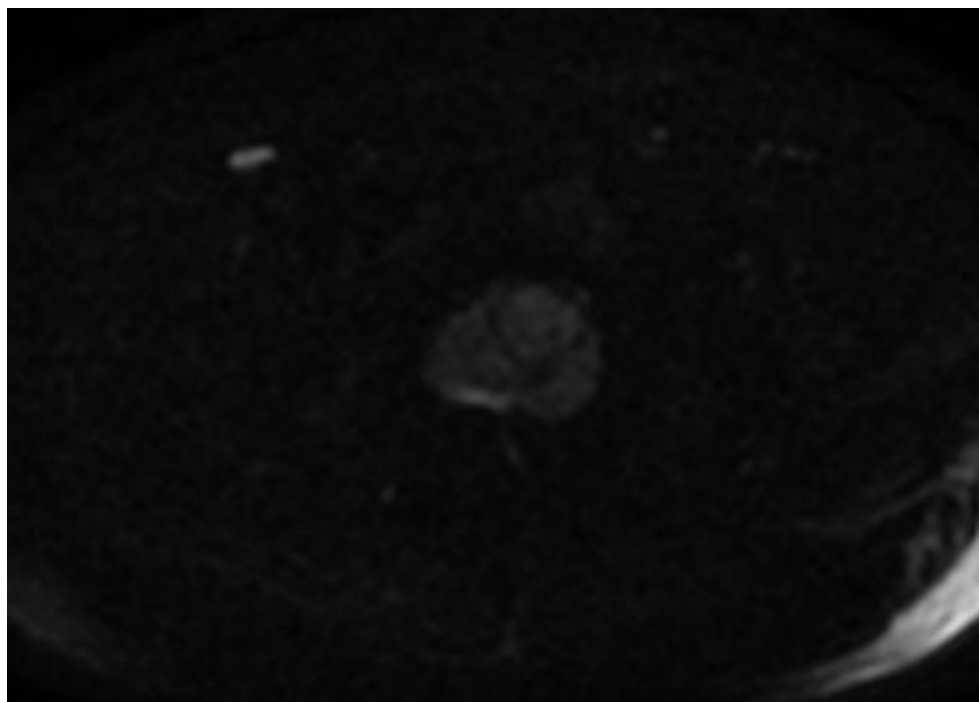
DWI valor b 1000
